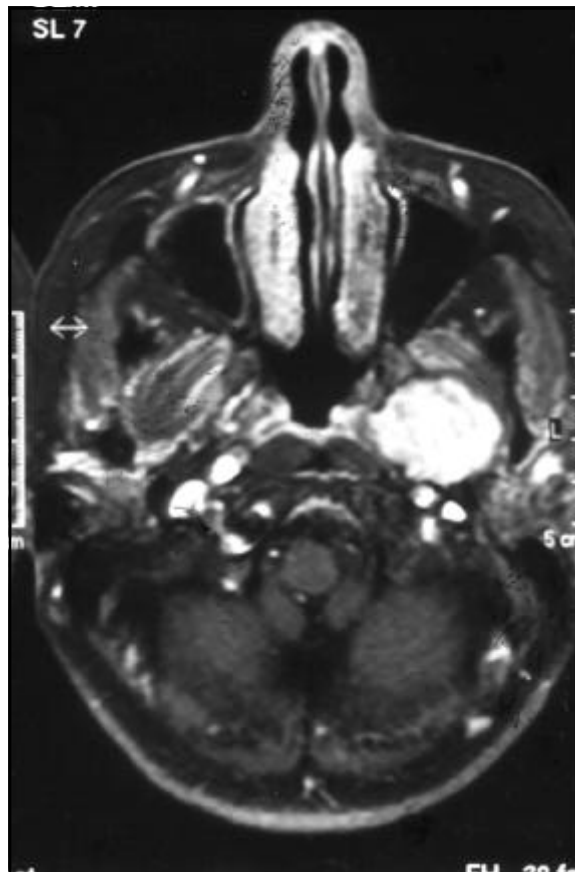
Ressonância magnética de encéfalo, em corte axial após injeção de gadolínio, mostrando neoplasia na região infratemporal esquerda.
